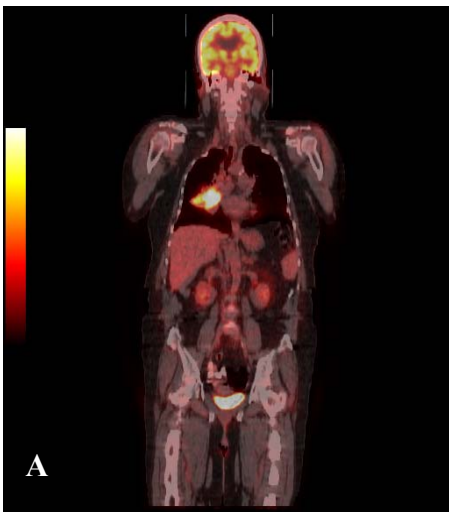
Küçük hücreli akciğer kanseri tanılı 59 yaşında erkek hastada mediastinal, paratrakeal bölgede lenfadenopatiler, tüm vertebral kolon ve pelvis kemiklerinde kemik metastazları: A-Koronal pozitron emisyon tomografisi füzyon görüntüsü, B-Sagittal pozitron emisyon tomografisi füzyon görüntüsü, C-Aksial pozitron emisyon tomografisi füzyon görüntüsü.
